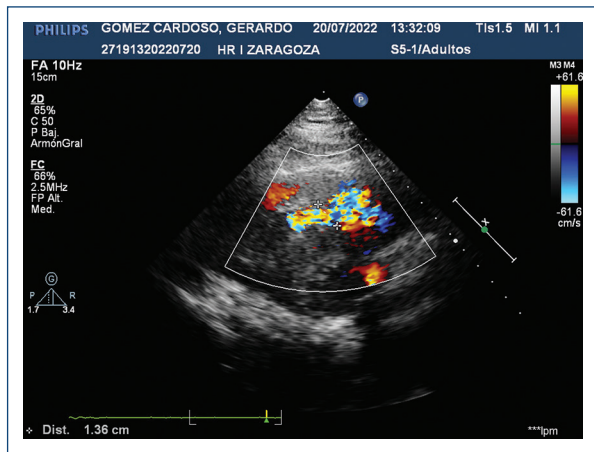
Ecocardiograma transtorácico. Comunicación interventricular postinfarto del *septum* interventricular, mal definida, de 1.8 cm con corto circuito de izquierda a derecha.
